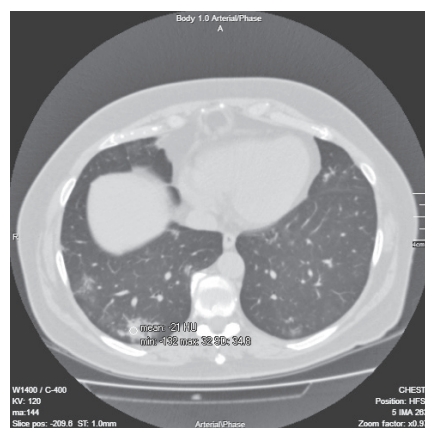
Аксіальний зріз КТ ОГК хворого Б. з денситометричними показниками обмеженої ділянки консолидації
